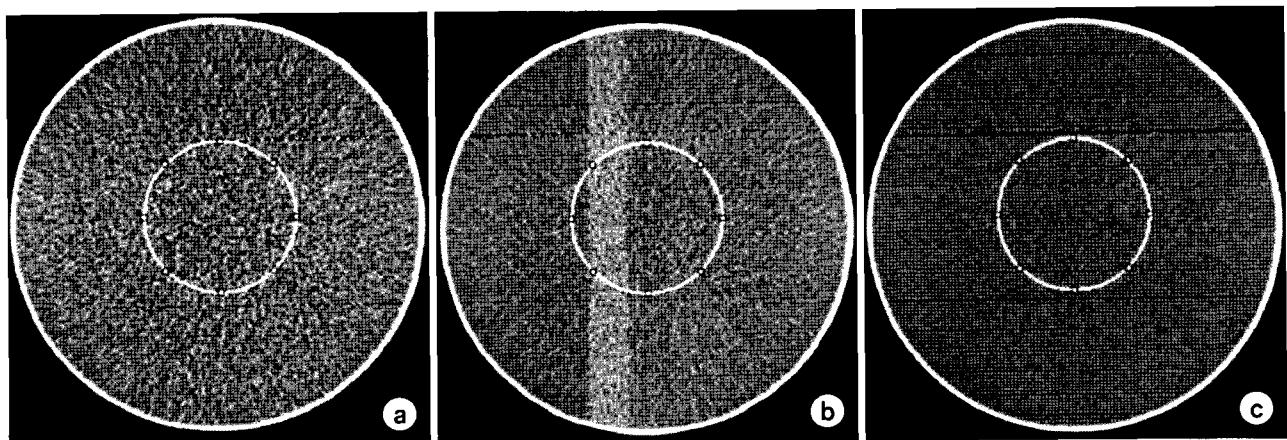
CT images of cylindrical phantom using 10 mA (a), 30 mA (b) and 95 mA (c).
